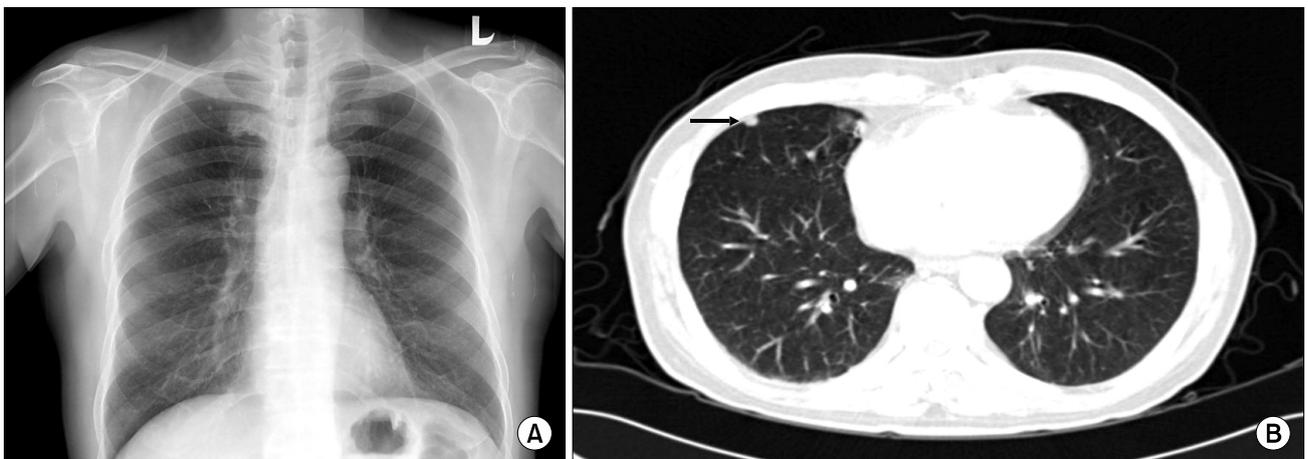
Undetected right lung mass on chest X-ray: mass in the right lung in a 64-year-old man with colon cancer. (A) This figure shows no evidence of the malignant lesion of the chest. (B) This figure shows malignant lesion of the subpleural lesion of the right lung.
